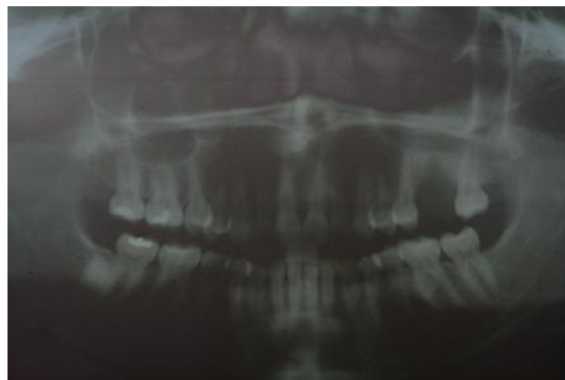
Ortopantomografía: Método diagnóstico bidimensional que nos permite valorar maxilar y mandíbula en la misma radiografía.
